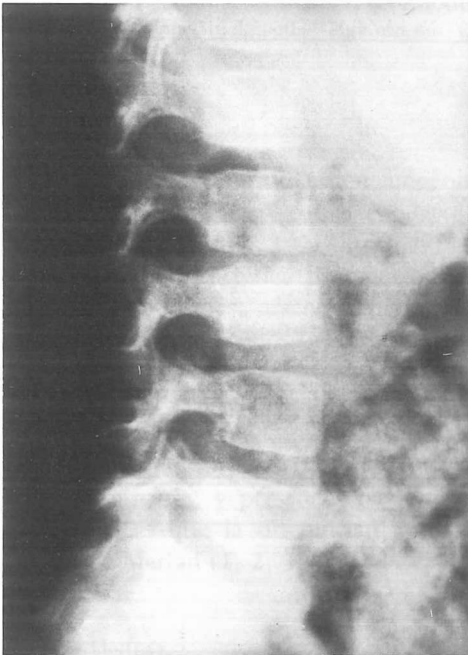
Radiografía simple centrada a nivel de la columna lumbar, en proyección lateral, en la que se observa una disminución del espacio intervertebral L-2 L-3 así como una irregularidad de los bordes de los cuerpos vertebrales adyacentes al disco.
